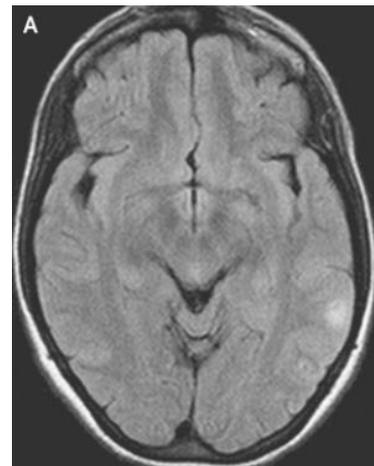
Hallazgos de resonancia magnética en encefalitis mediada por anticuerpos. La Encefalitis Anti-NMDA está presente a pesar de los hallazgos normales en la RMN o anomalías leves. Tomada de Dalmau, J. Graus, F. 2018 (10).
